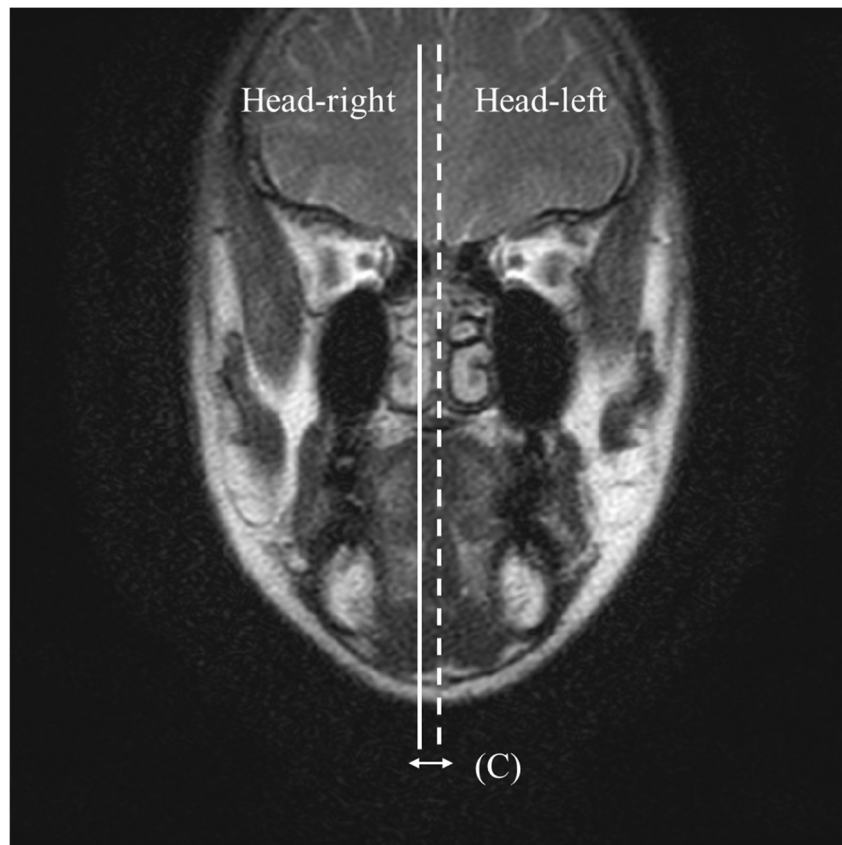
MRI 撮像による左右方向の体動抑制機能評価の解剖学的指標
